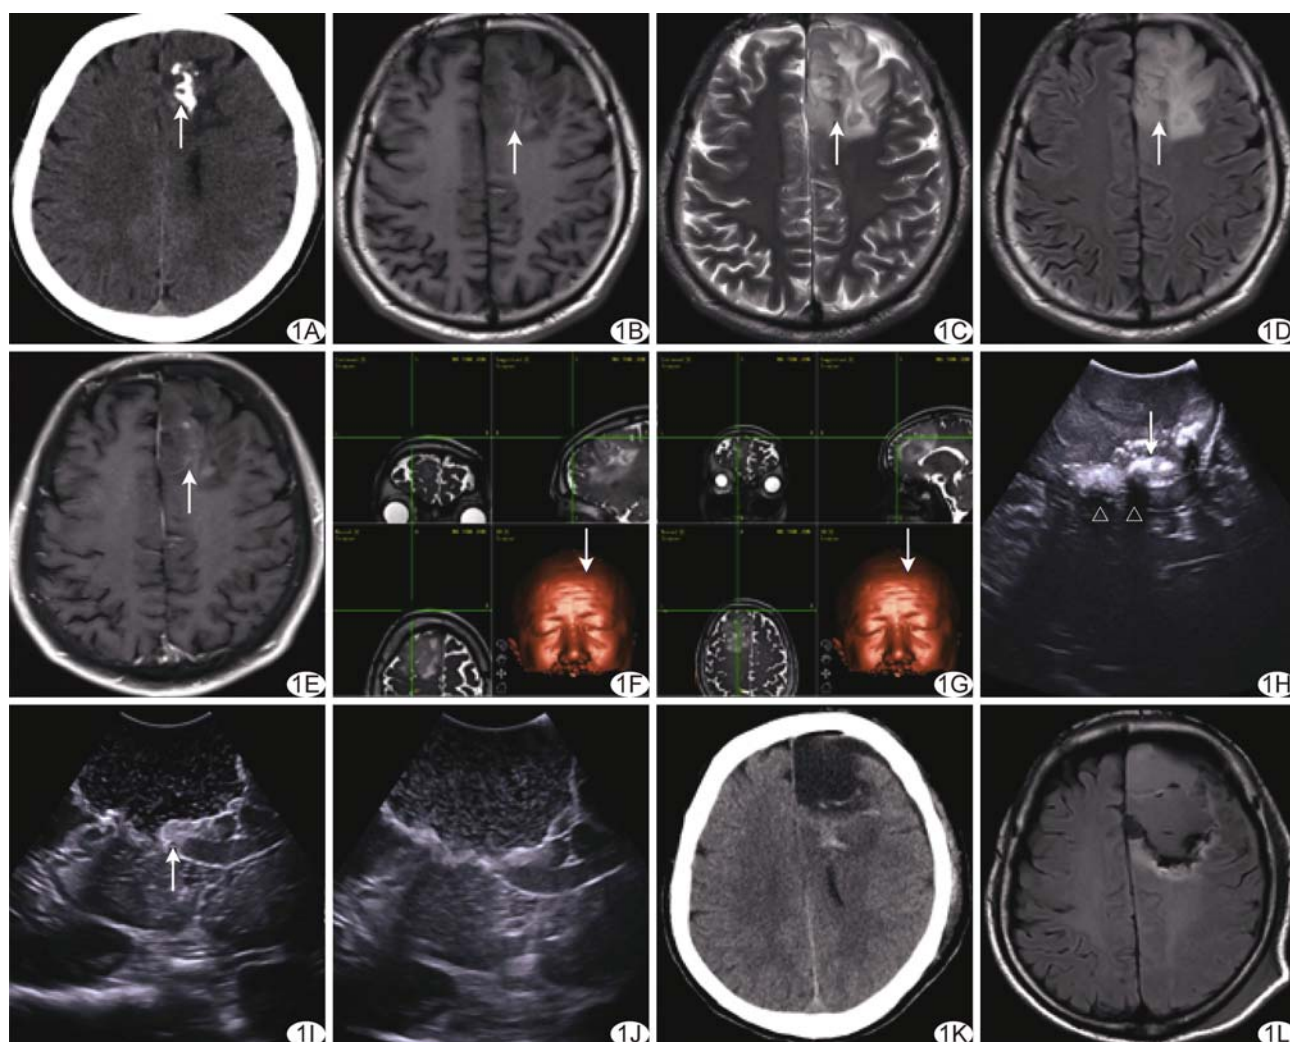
患者男,48 岁,左额叶 LGG A. 术前 CT 平扫示左额叶斑片状钙化(箭);B~E. 术前 T1WI(B)、T2WI(C)、T2 FLAIR(D)、增强(E)图像示病灶(箭)占位效应不明显、周边无水肿、无强化;F. 开颅前神经导航辅助确定手术切口和入路(箭);G、H. 去除骨瓣后于硬脑膜外分别用神经导航(G)和 IOUS(H)定位肿瘤,超声下见钙化灶(箭)伴后方声影(△);I. 显微镜下肿瘤切除满意后 IOUS 探查,见少许残留(箭),继续切除;J. IOUS 再次探查,显示肿瘤全切除;K. 术后 CT 平扫见钙化灶全切除,未见术区血肿;L. 术后 T2 FLAIR 图像示肿瘤全切除
